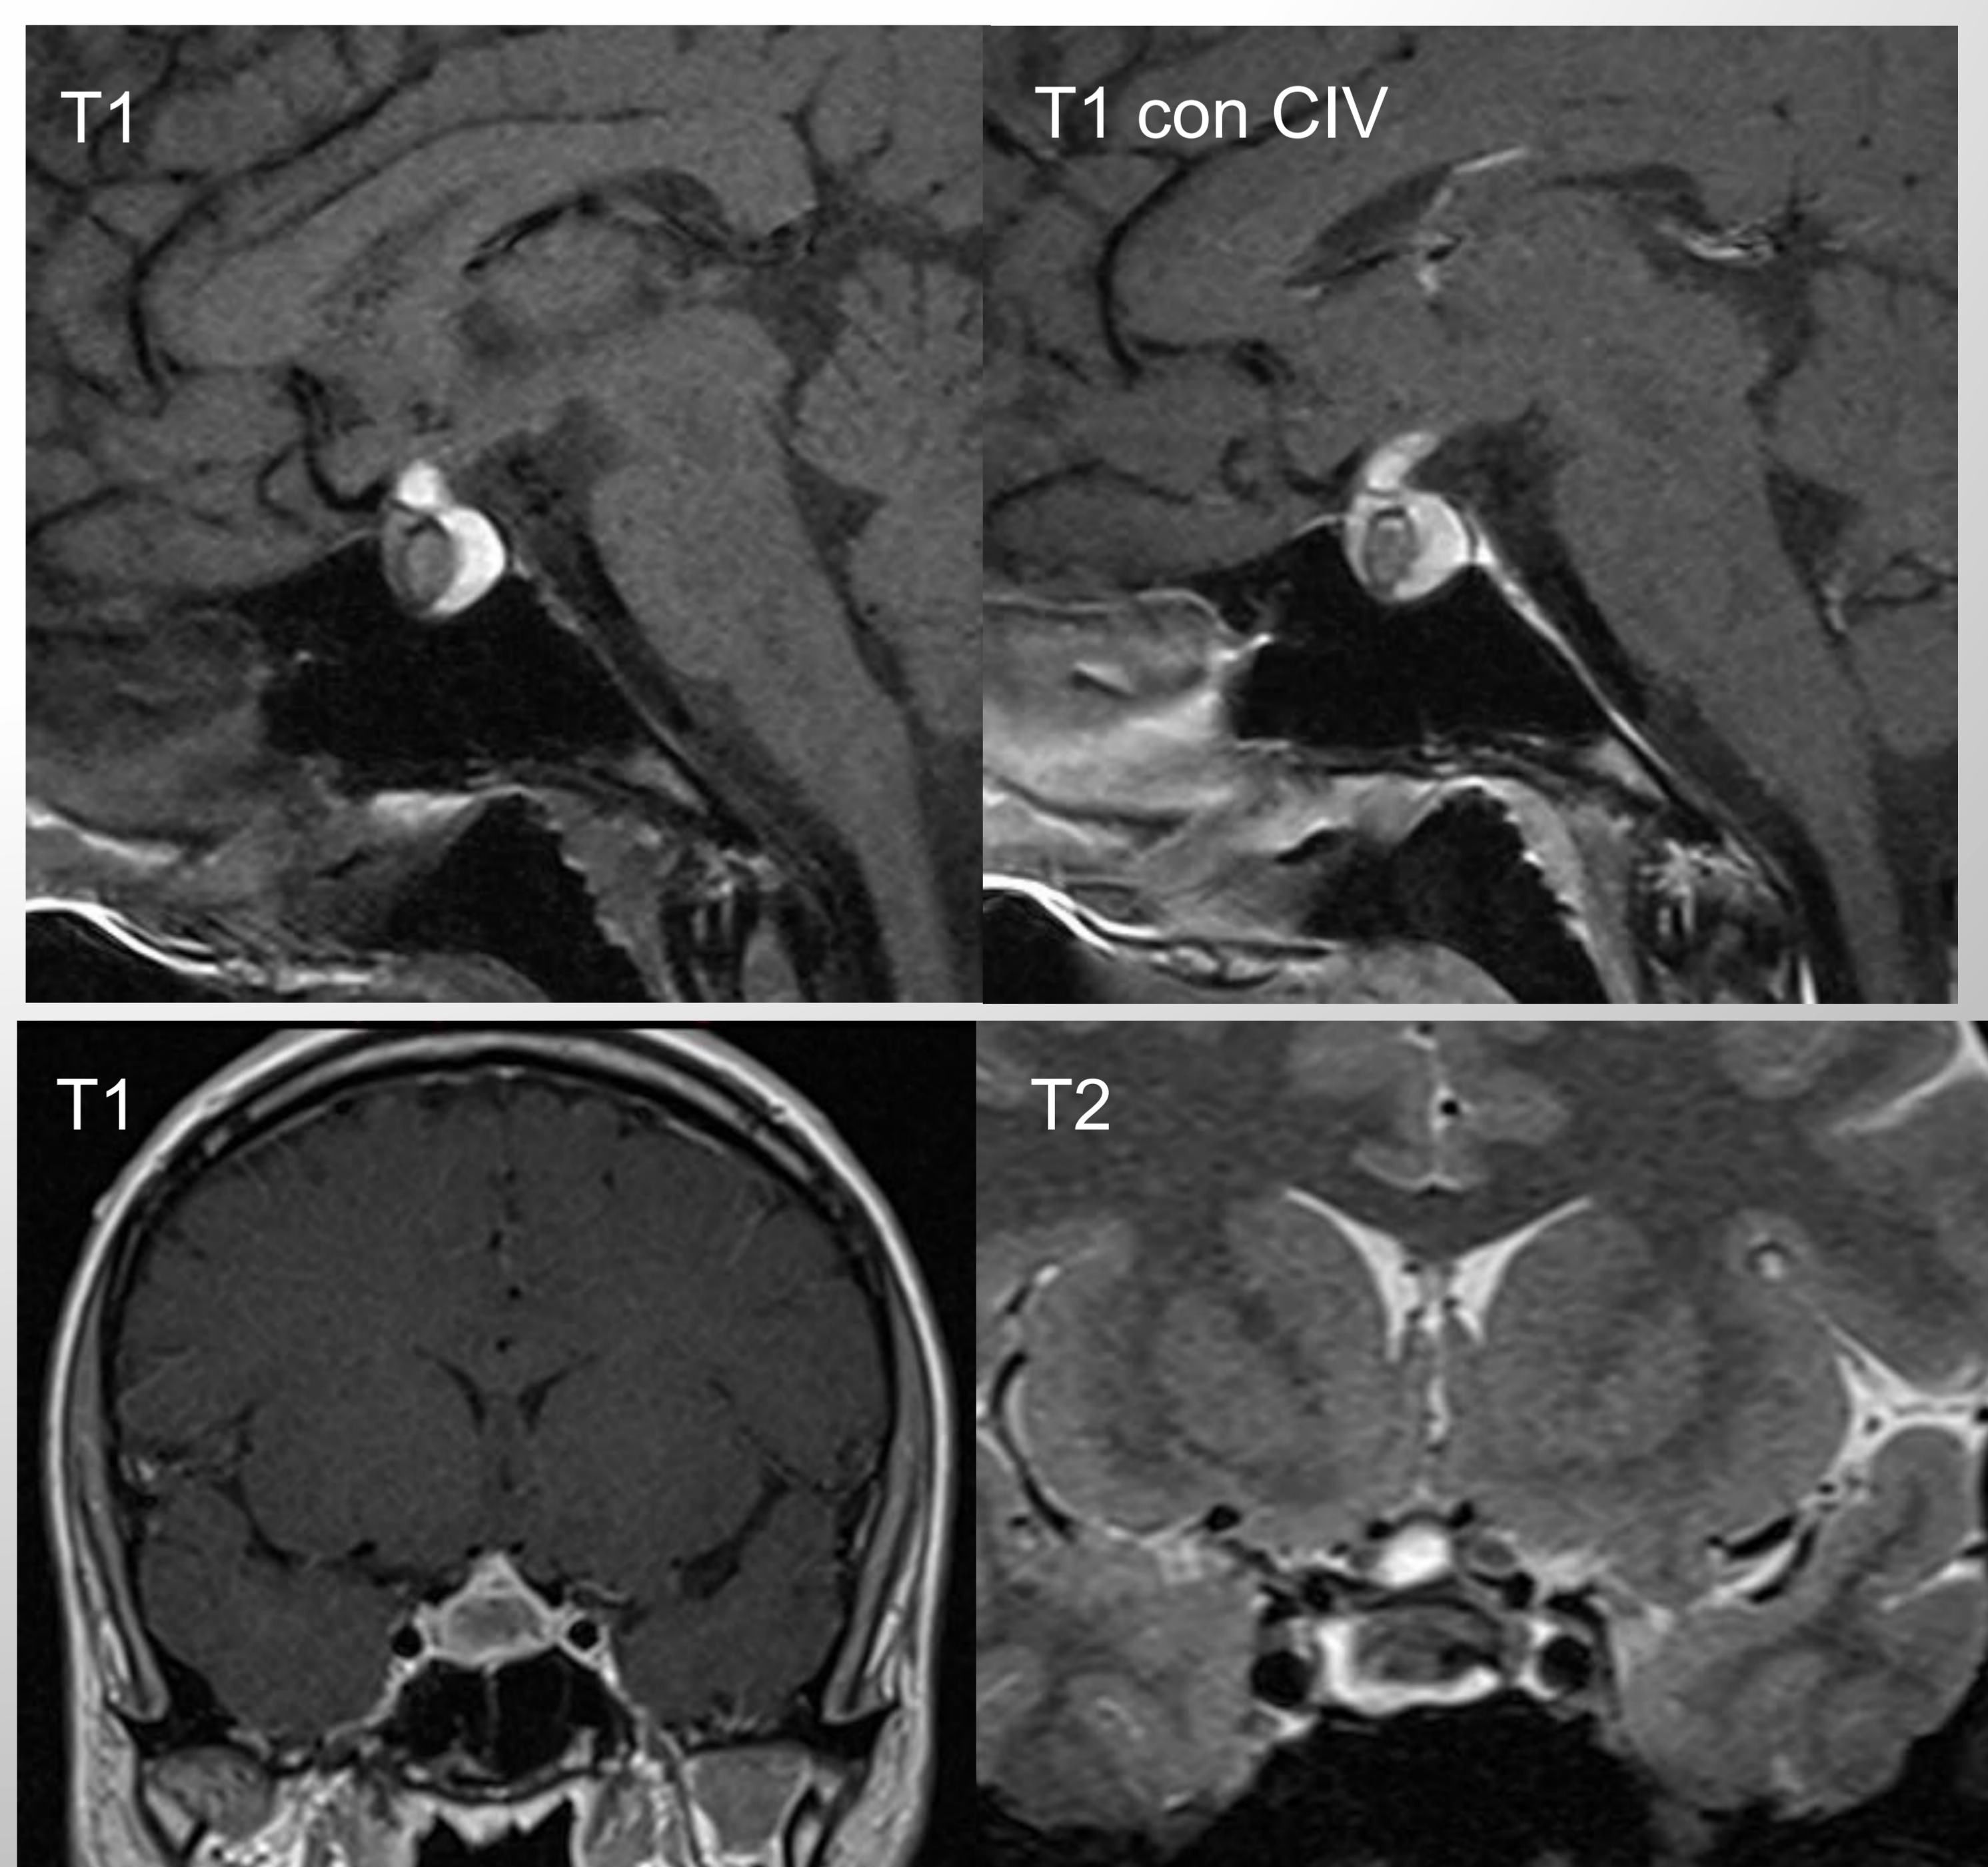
Imágenes de RM de un quiste de la hendidura de Rathke con cortes sagitales en T1 y T1 con CIV, y cortes coronales en T1 y T2 respectivamente.
